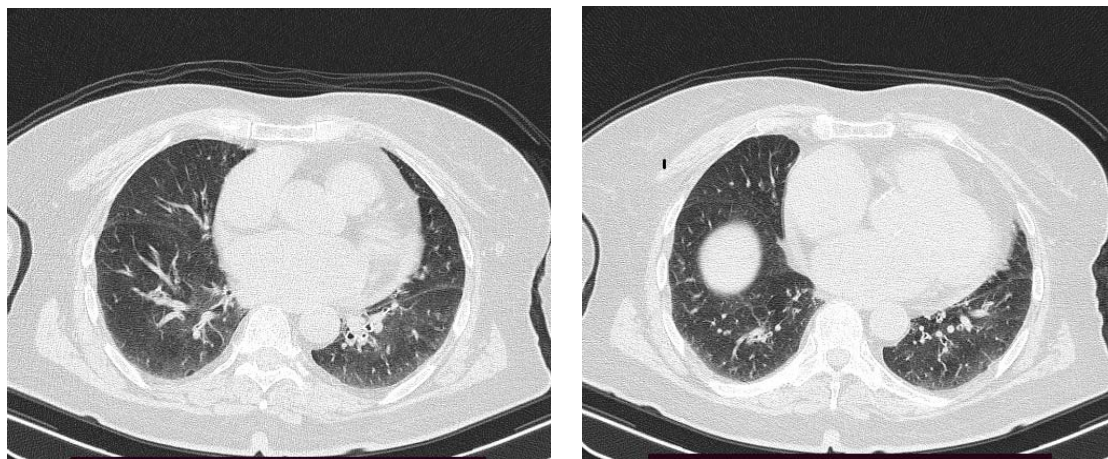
КТ-картина лёгких через шесть месяцев после выписки
